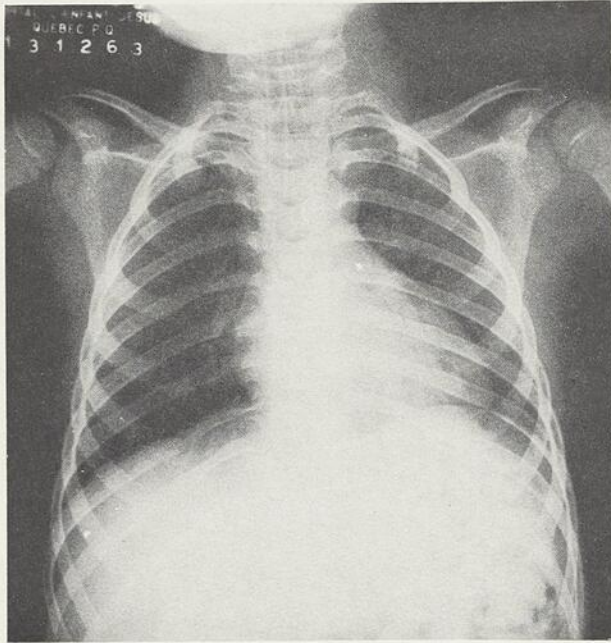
Radiographie du thorax pour la vérification de la position du tube.
